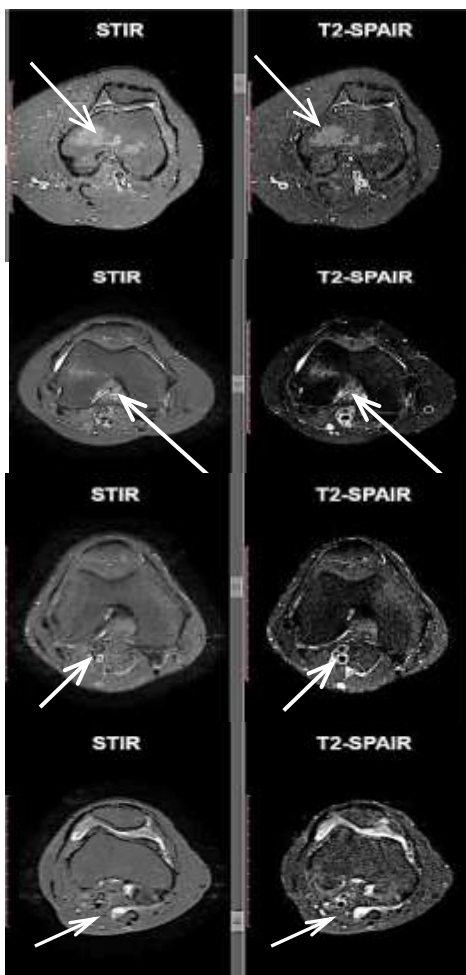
Perbedaan citra pemeriksaan MRI Genu potongan aksial antara STIR dan T2-SPAIR untuk gambaran *soft tissue* (tanda panah).
